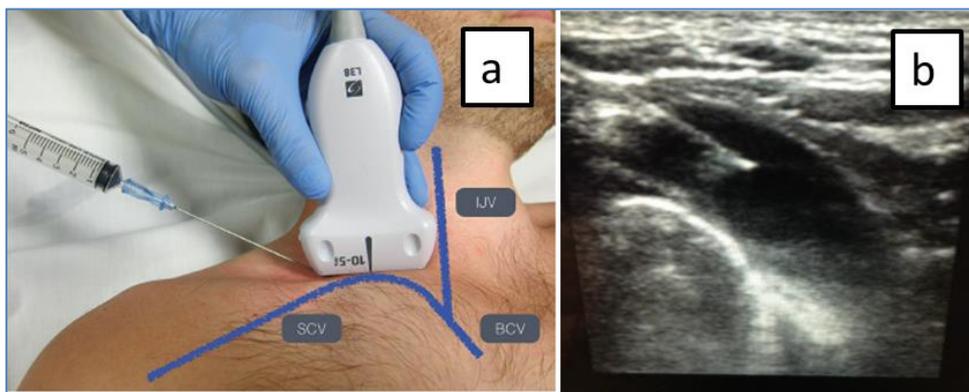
(46): Posición del paciente y abordaje para la canalización del TBC derecho en plano desde zona supraclavicular. La aguja se introduce desde el lateral del transductor (a). Visualización de la entrada en la unión de la subclavia con el TBC manteniendo en todo momento una visión de toda la longitud de la guja (b). Tomado de <https://www.acepnow.com/article/using-the-supraclavicular-approach-to-ultrasound-guided-subclavian-vein-cannulation/>
